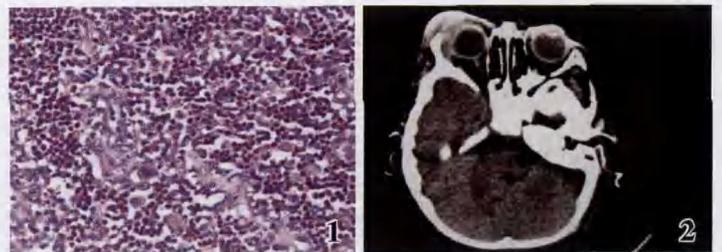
例 1 患儿送检组织内有增生纤维组织及大量增生的组织细胞和嗜酸性粒细胞,并可见多核巨细胞(HE × 400) 图 2 例 1 患儿右眼睑处可见软组织增生,平扫 CT 值约 67 HU,增强扫描中度强化,强化程度不均匀,瘤组织累及右侧颧骨及右颧骨骨性眼眶外侧壁,外缘与右直肌分辨不清
